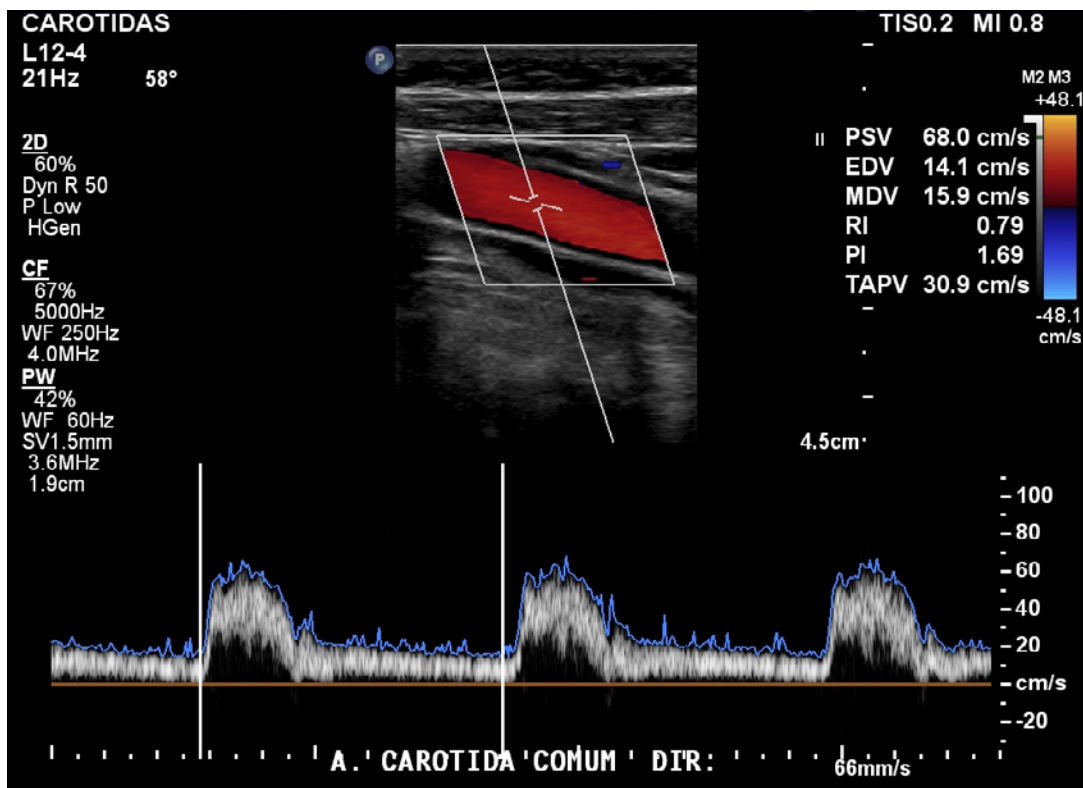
Doppler pulsado da carótida comum
